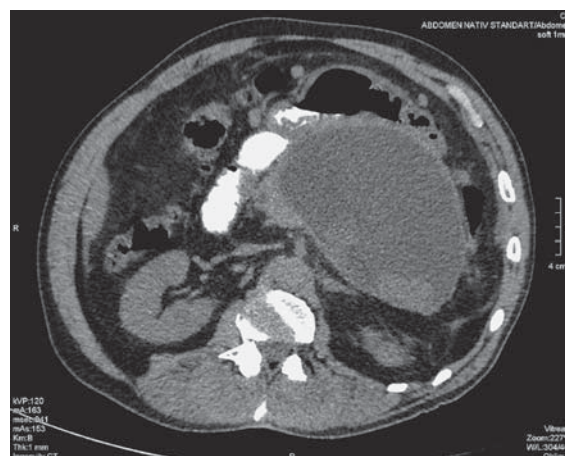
КТ с внутривенным контрастированием. Панкреатическая фаза сканирования, аксиальная плоскость. Крупный постнекротический коллектор, замещающий тело и хвост поджелудочной железы. На фоне жидкостного содержимого выявляется солидный компонент – некротический секвестр.
